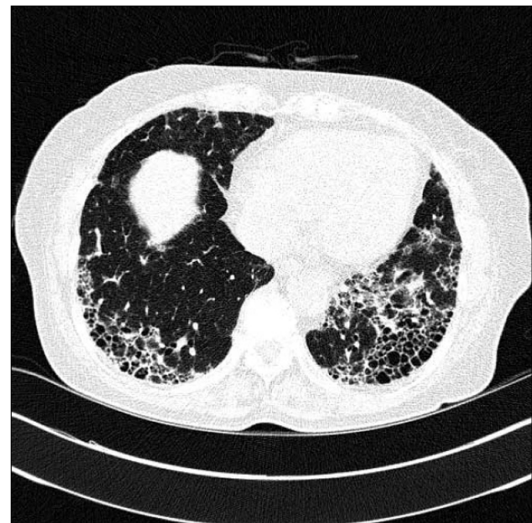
High-resolution CT shows reticular opacity and honey-combing in both peripheral lung zone. CT: computer tomography.
